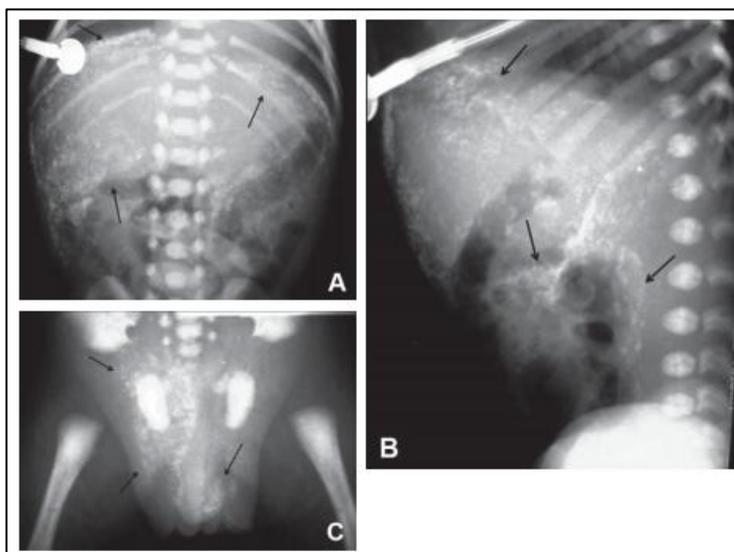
Radiografías de abdomen de pie (A) y lateral (B) que muestran numerosas calcificaciones. C: abundantes calcificaciones inguinescrotales
